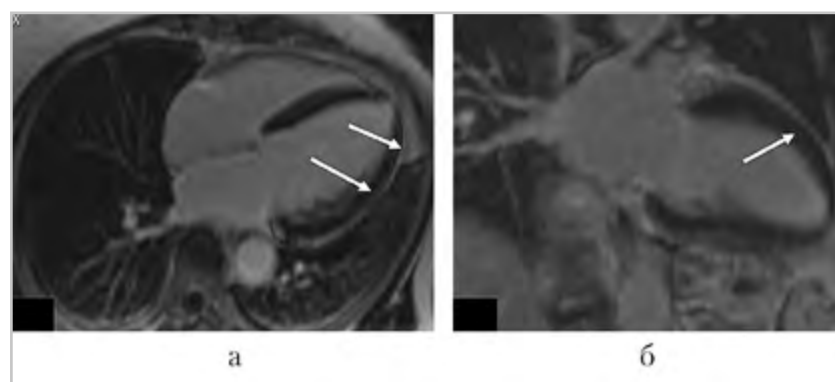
МР-исследование пациентки Н.: постконтрастные томограммы в раннюю фазу введения. Изображение по длинной оси левого желудочка: *а* — субэпикардальное накопление контрастного препарата боковой стенкой левого желудочка (*стрелки*); *б* — интрамуральное накопление контрастного препарата передней стенкой левого желудочка (*стрелка*)
